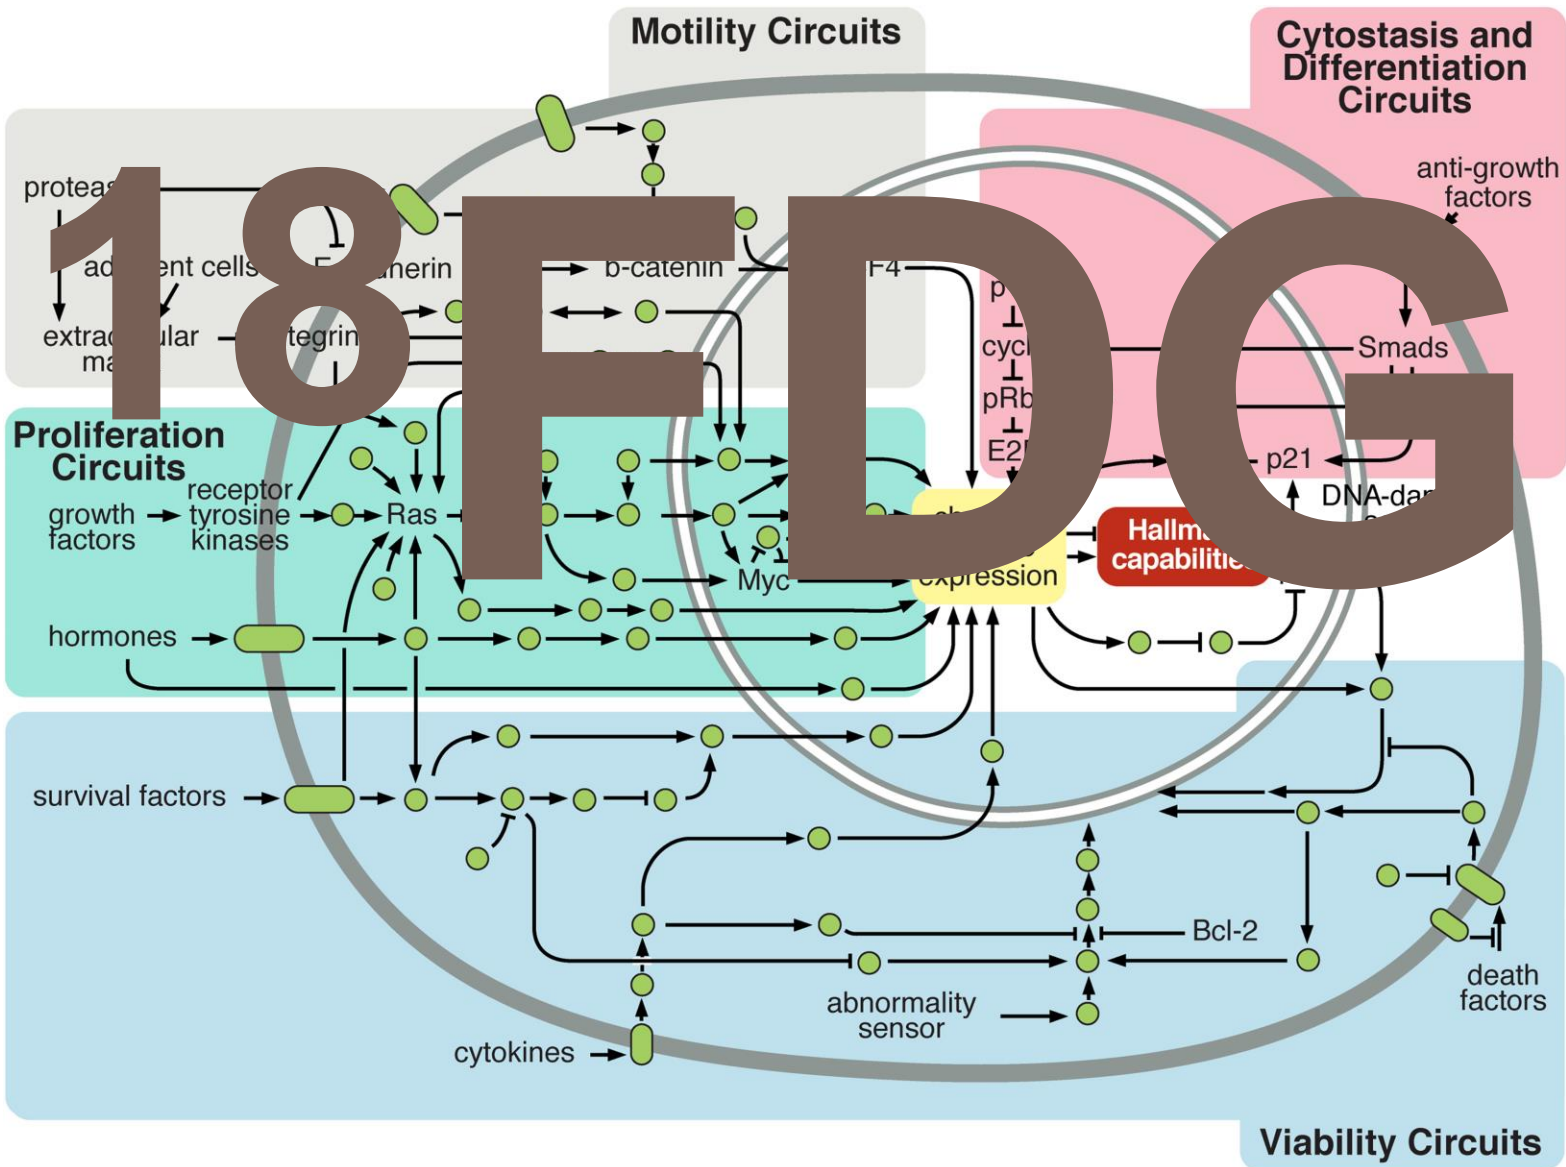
Imagerie TEP au ^{18}F FDG-Cellule tumorale
